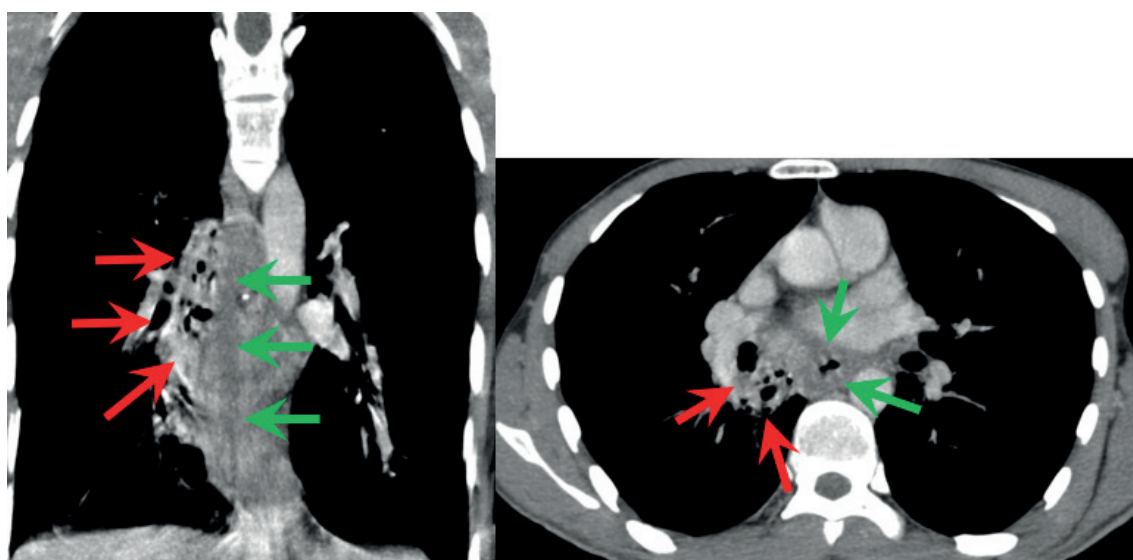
МСКТ органов грудной клетки с в/в контрастным усилением. А - коронарная проекция, Б - аксиальная проекция. Газосодержащее жидкостное скопление в средостении, отграниченное медиастинальной плеврой (красная стрелка). Утолщенные стенки пищевода (зеленая стрелка).
